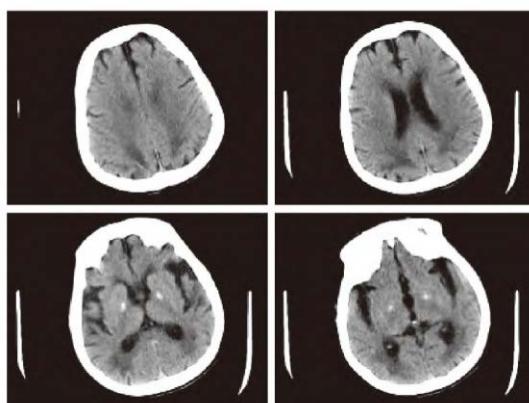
Head CT manifestations of PKU patients [13]
